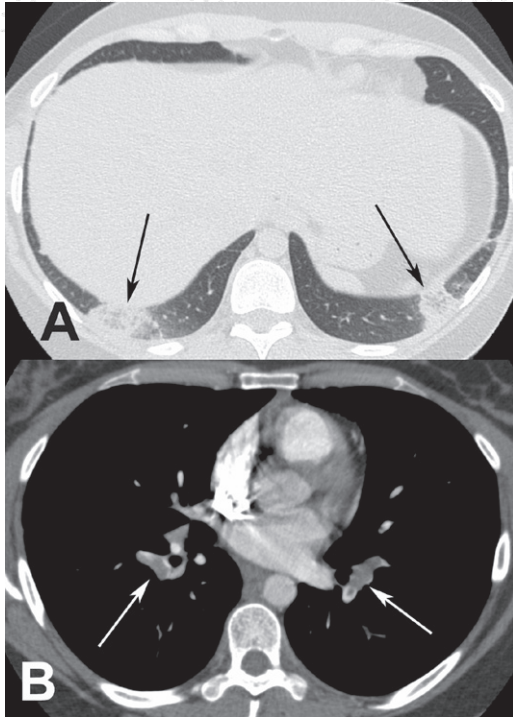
Homem, 59 anos, com infarto pulmonar. TC mostrando 2 imagens de SHI (setas pretas) na região subpleural dos lobos inferiores (A), com aspecto de reticulação de perimeio. Na fase contrastada (B) observam-se falhas de enchimento na emergência das artérias pulmonares (setas brancas).
